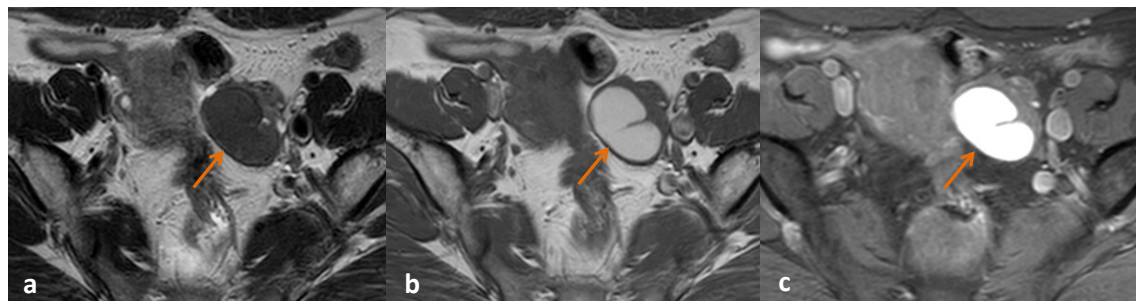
RM pélvica de mulher de 42 anos com períodos menstruais abundantes. (a) No axial T2 observa-se no ovário esquerdo tumor com hipossinal homogêneo, e hipossinal parietal. (b) No axial T1 apresenta hipersinal. (c) Na sequência T1 com saturação de gordura não perde sinal. Estas características são compatíveis com endometrioma do ovário esquerdo.
